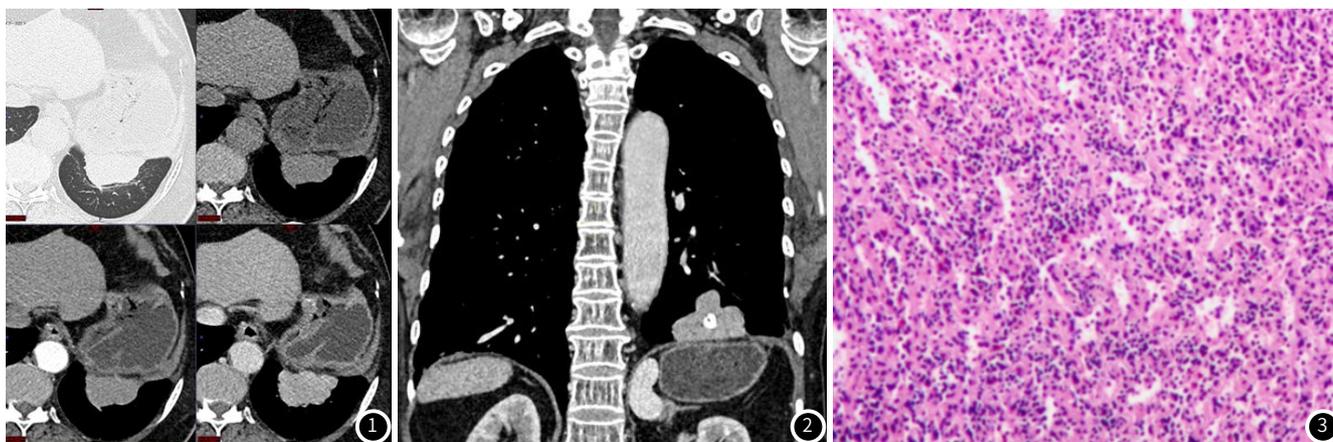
胸部CT平扫+增强扫描肺窗及纵隔窗横断位示左侧胸部病变, 明显均匀强化。
